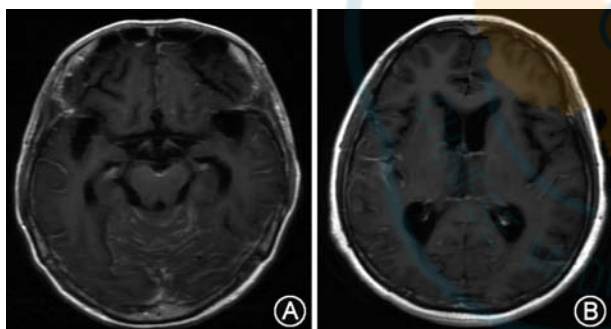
肺癌合并脑膜癌病患者头颅增强磁共振成像(MRI)。A:例3,头颅增强MRI新见双侧额顶颞枕叶及小脑柔脑膜明显强化(轴位)。B:例9,头颅增强MRI显示脑沟内线状强化(轴位)
